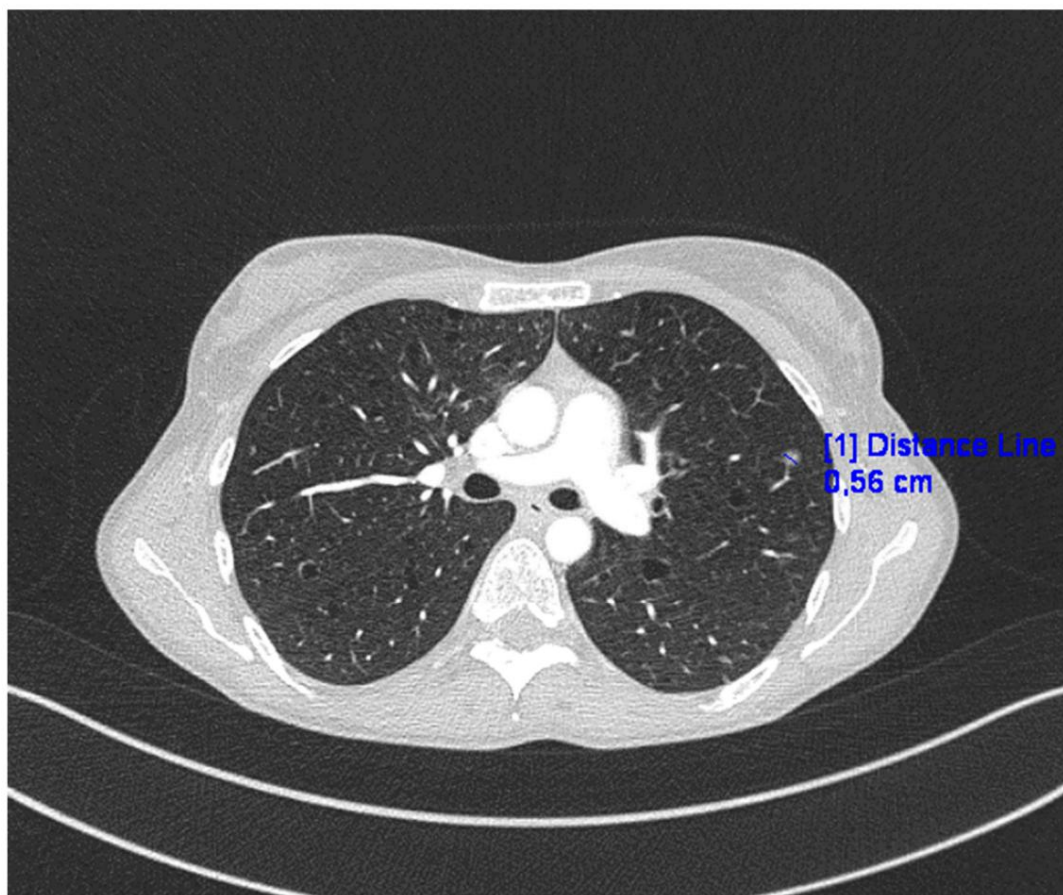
TC de los pulmones en el caso presentado.
